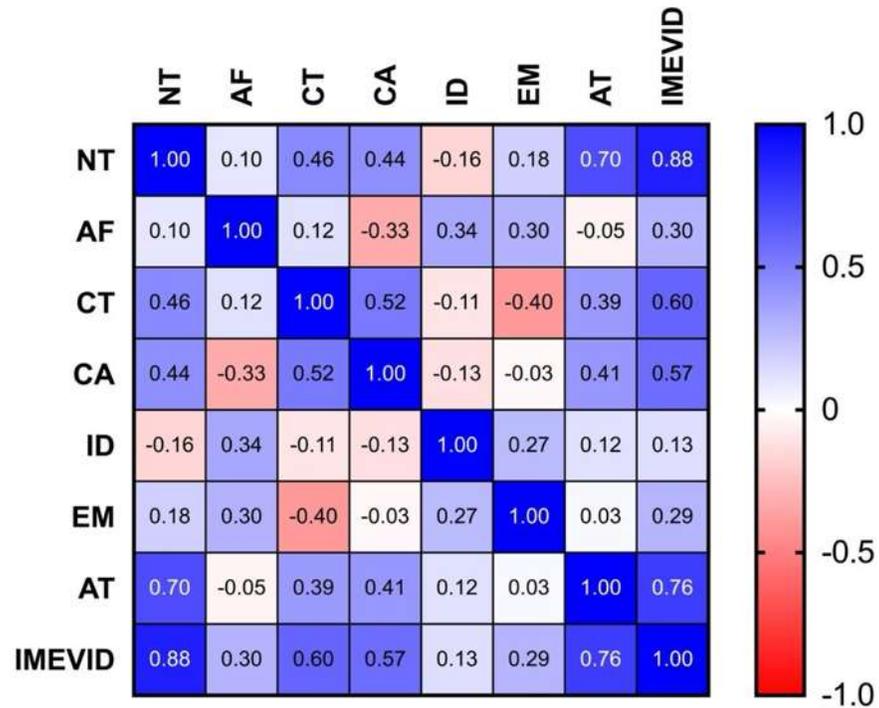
Matriz de correlación entre los dominios. Matriz de coeficientes de correlación de Pearson que muestra la interdependencia de los dominios estudiados, en donde los valores absolutos del coeficiente de correlación cercanos a cero indican que las variables están débilmente correlacionadas. Por el contrario, se observa una alta dependencia entre dos variables si el coeficiente de correlación entre ellas es cercano a uno. *Nota: La clave de color escalada de -1 a 1 se ilustra como colores rojo y azul, respectivamente, y el color blanco representa la ausencia de correlaciones. Abr. NT, Nutrición; AF, Actividad física; CT, Consumo de tabaco; CA, Consumo de alcohol; ID, Información sobre Diabetes; EM, Emociones; AT, Adherencia terapéutica; IMEVID, Puntaje global del cuestionario.*
